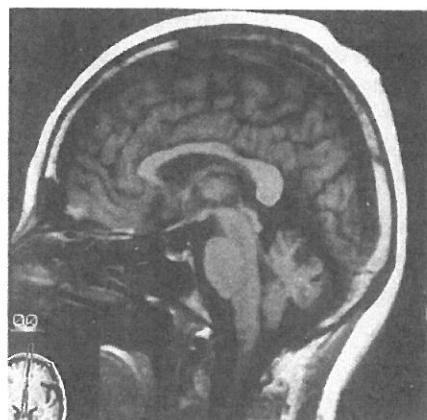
MRI of the brain of a patient with CCA showed slight atrophy of the cerebellum.
